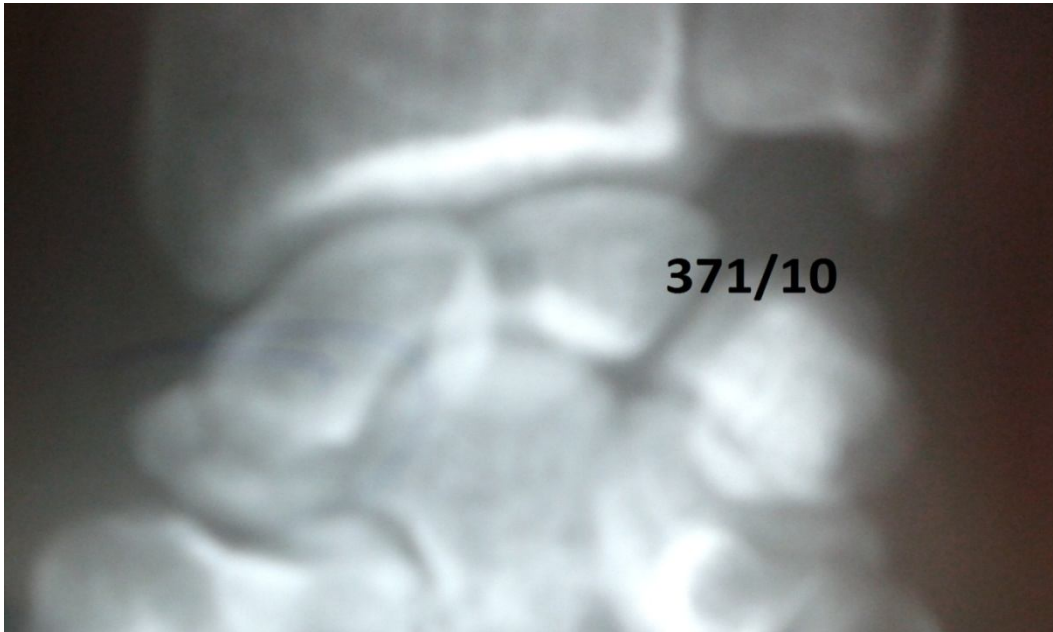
Radiographie du poignet, incidence de face, montrant une fracture du scaphoïde type VI de Schernberg.
